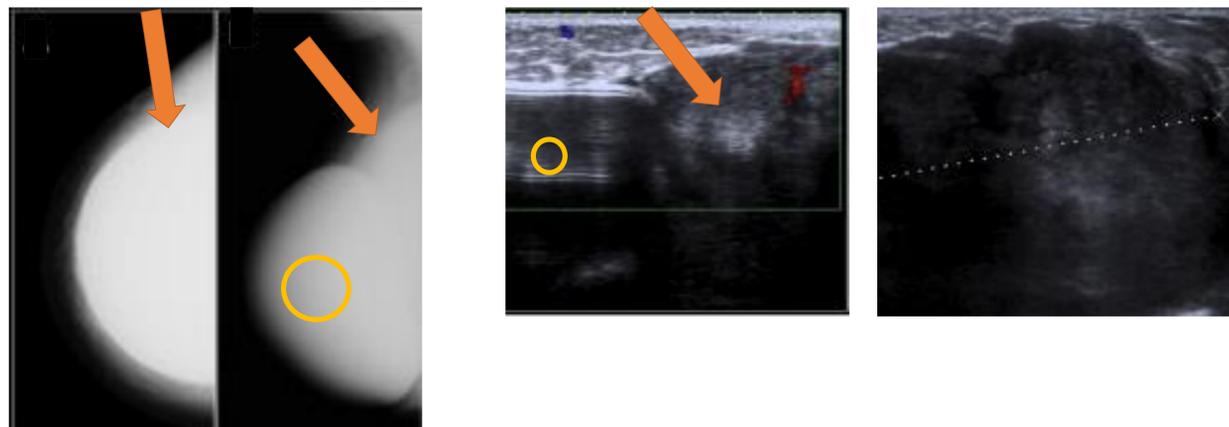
Mamografía en proyecciones cráneo caudal y oblicuo medio lateral y ecografía. Masa heterogénea de bordes irregulares (flecha naranja) adyacente a prótesis (círculo naranja).
